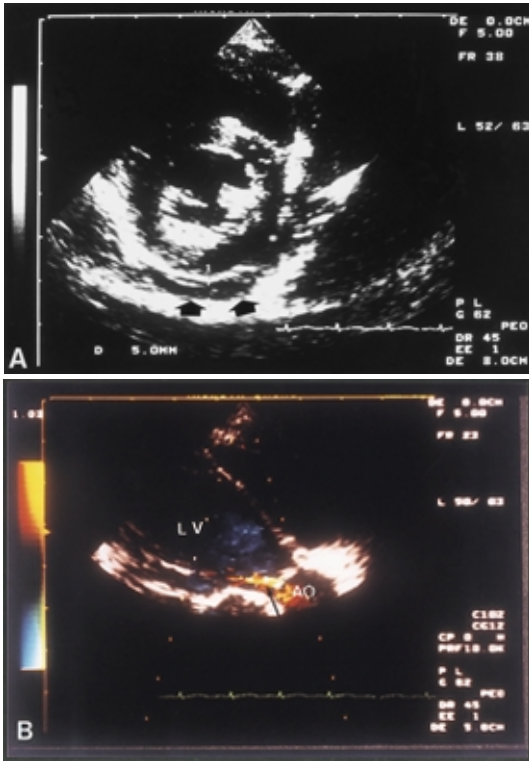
A 左室短軸断面心エコー図：中等度の心嚢液貯留（矢印）を認める。B カラードップラー心エコー図：矢印は軽度の大動脈弁逆流を示す。大動脈弁尖の輝度の上昇もみられた。
